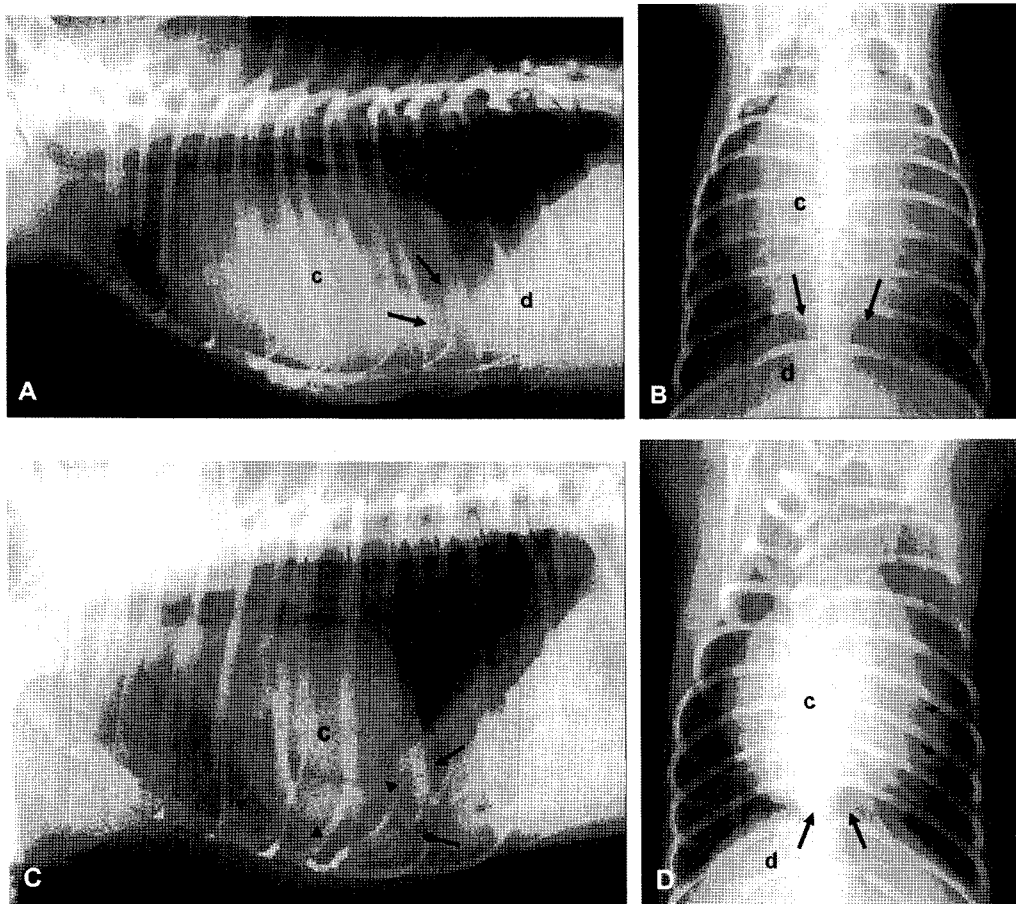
Thoracic radiographs of case 1 (A and B), case 2 (C) and case 3 (D). Abnormal globoid cardiac silhouette (c) is contacted with the cranial border of diaphragm (d). Loss of the cupular diaphragmatic lines (long arrows) was shown. Summation of abdominal organs (arrowheads) over heart was observed (C) and double lines, outer pericardial sac (arrowheads) and inner abdominal organs (short arrows), within left cardiac silhouette were identified (D).
